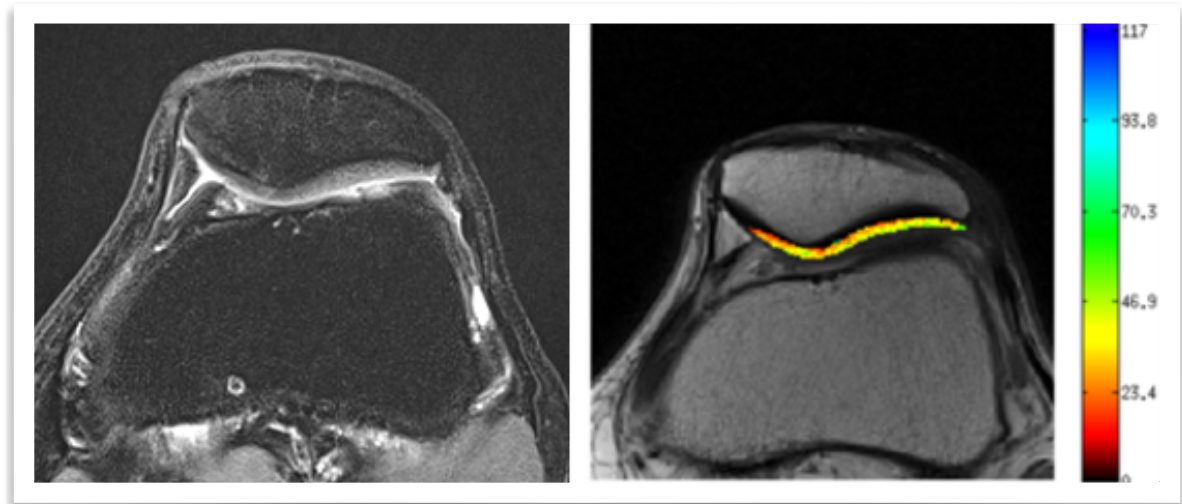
Mapa T2 condropatía patelar en RM. Secuencia axial DP con supresión grasa y mapa T2 axial. Cartílago de grosor normal con leve alteración de señal en aspecto medial de la faceta medial y superficie de la faceta lateral. En mapa T2 se visualiza como áreas de coloración verde por aumento del tiempo de relajación T2, que traduce mayor contenido de agua por condropatía. La barra lateral de colores muestra en rojo tiempos de relajación bajos y hacia arriba aumento en los valores de relajación T2 hasta un máximo en azul, que implica mayor contenido de agua.
